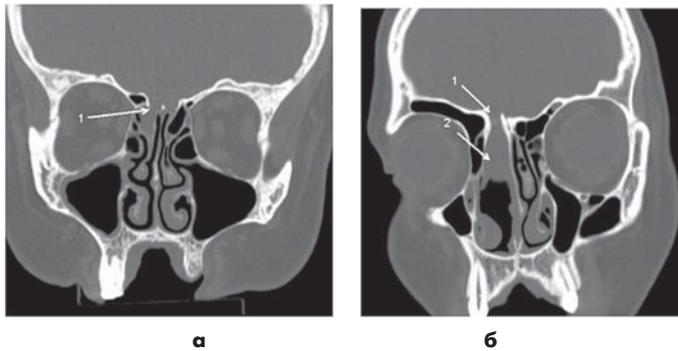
Компьютерная томография околоносовых пазух. Коронарная проекция. 1 – дефект ситовидной пластинки, 2- менингоцеле (фронтальная проекция).
